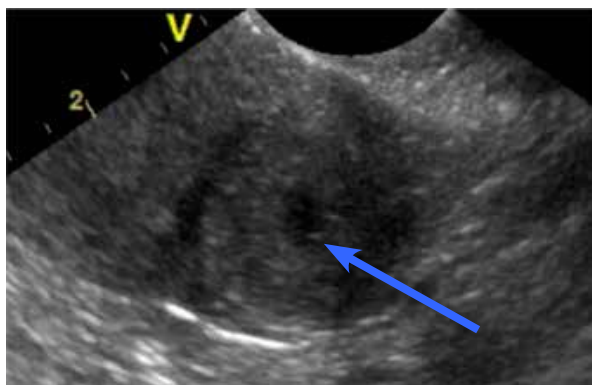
Полостное образование в толще миометрия по данным УЗИ
